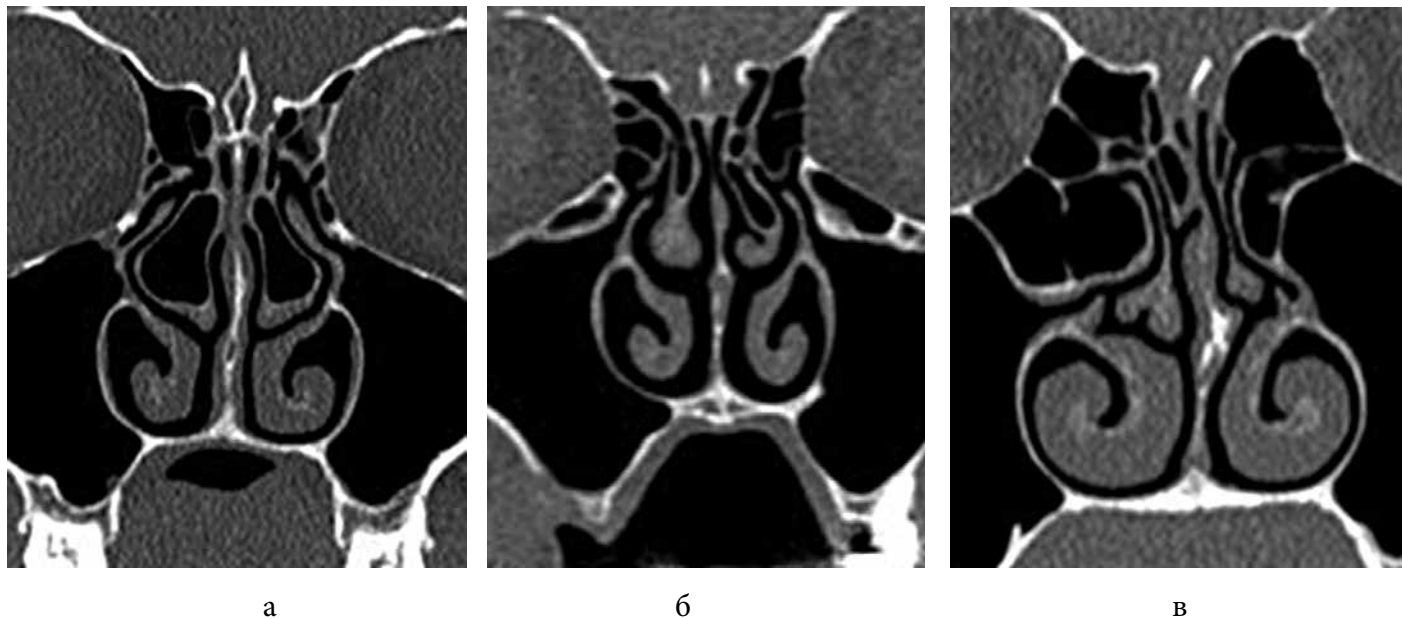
МСКТ, MPR, фронтальная плоскость: а – двухсторонняя буллезная трансформация средних носовых раковин; б – двухсторонние инфраорбитальные клетки, буллезная трансформация левой средней носовой раковины; в – решетчатая булла справа, пневматизация крючковидного отростка слева, гипертрофия нижних носовых раковин
